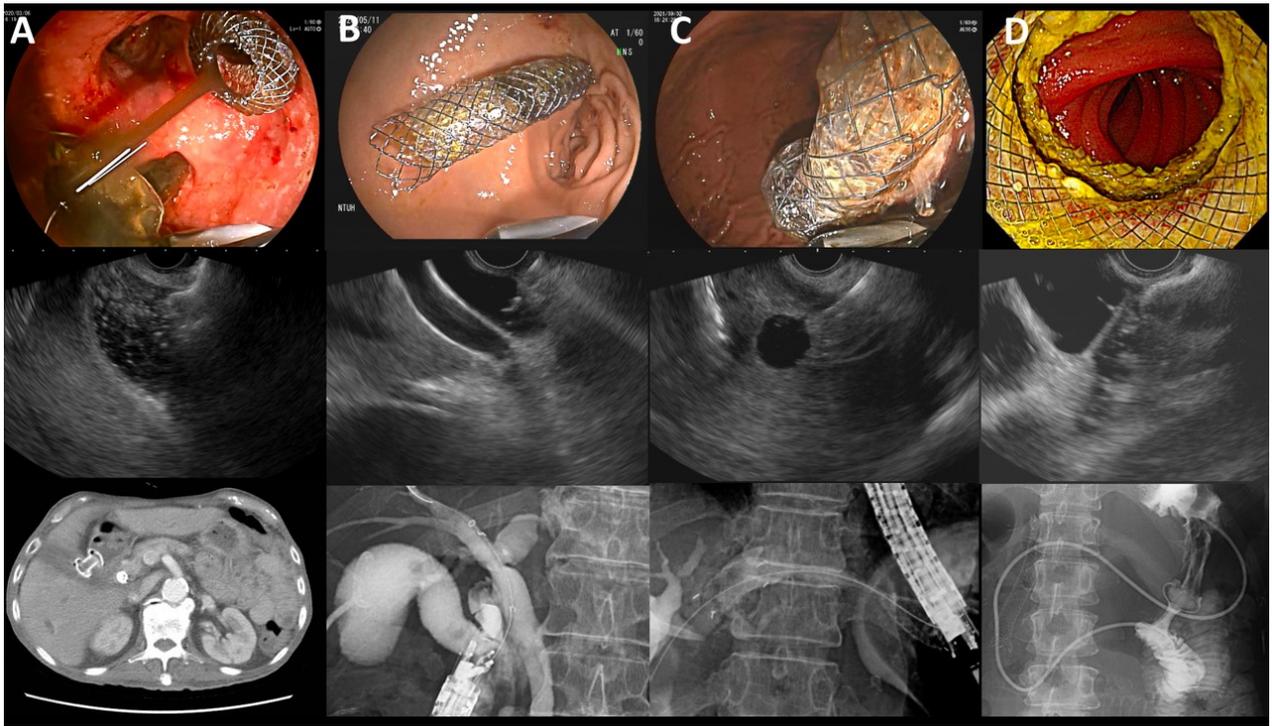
A) 內視鏡超音波導引下膽囊的引流 (EUS-guided gallbladder drainage, EUS-GBD).
